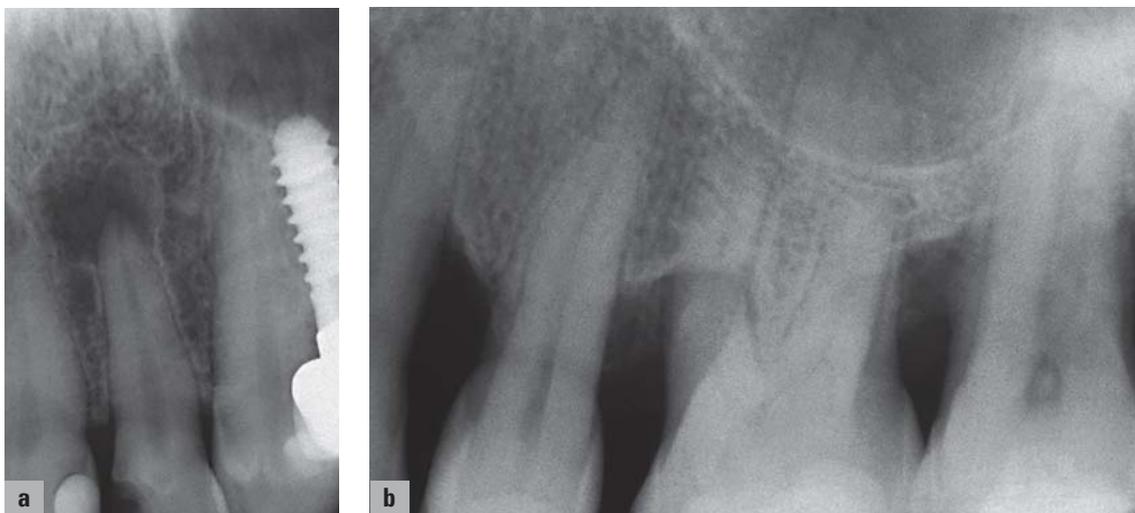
(a) Röntgenbefund einer apikalen Läsion endodontischen Ursprungs. (b) Röntgenaufnahme multipler durch bakterielle Plaque hervorgerufener marginaler Läsionen.
